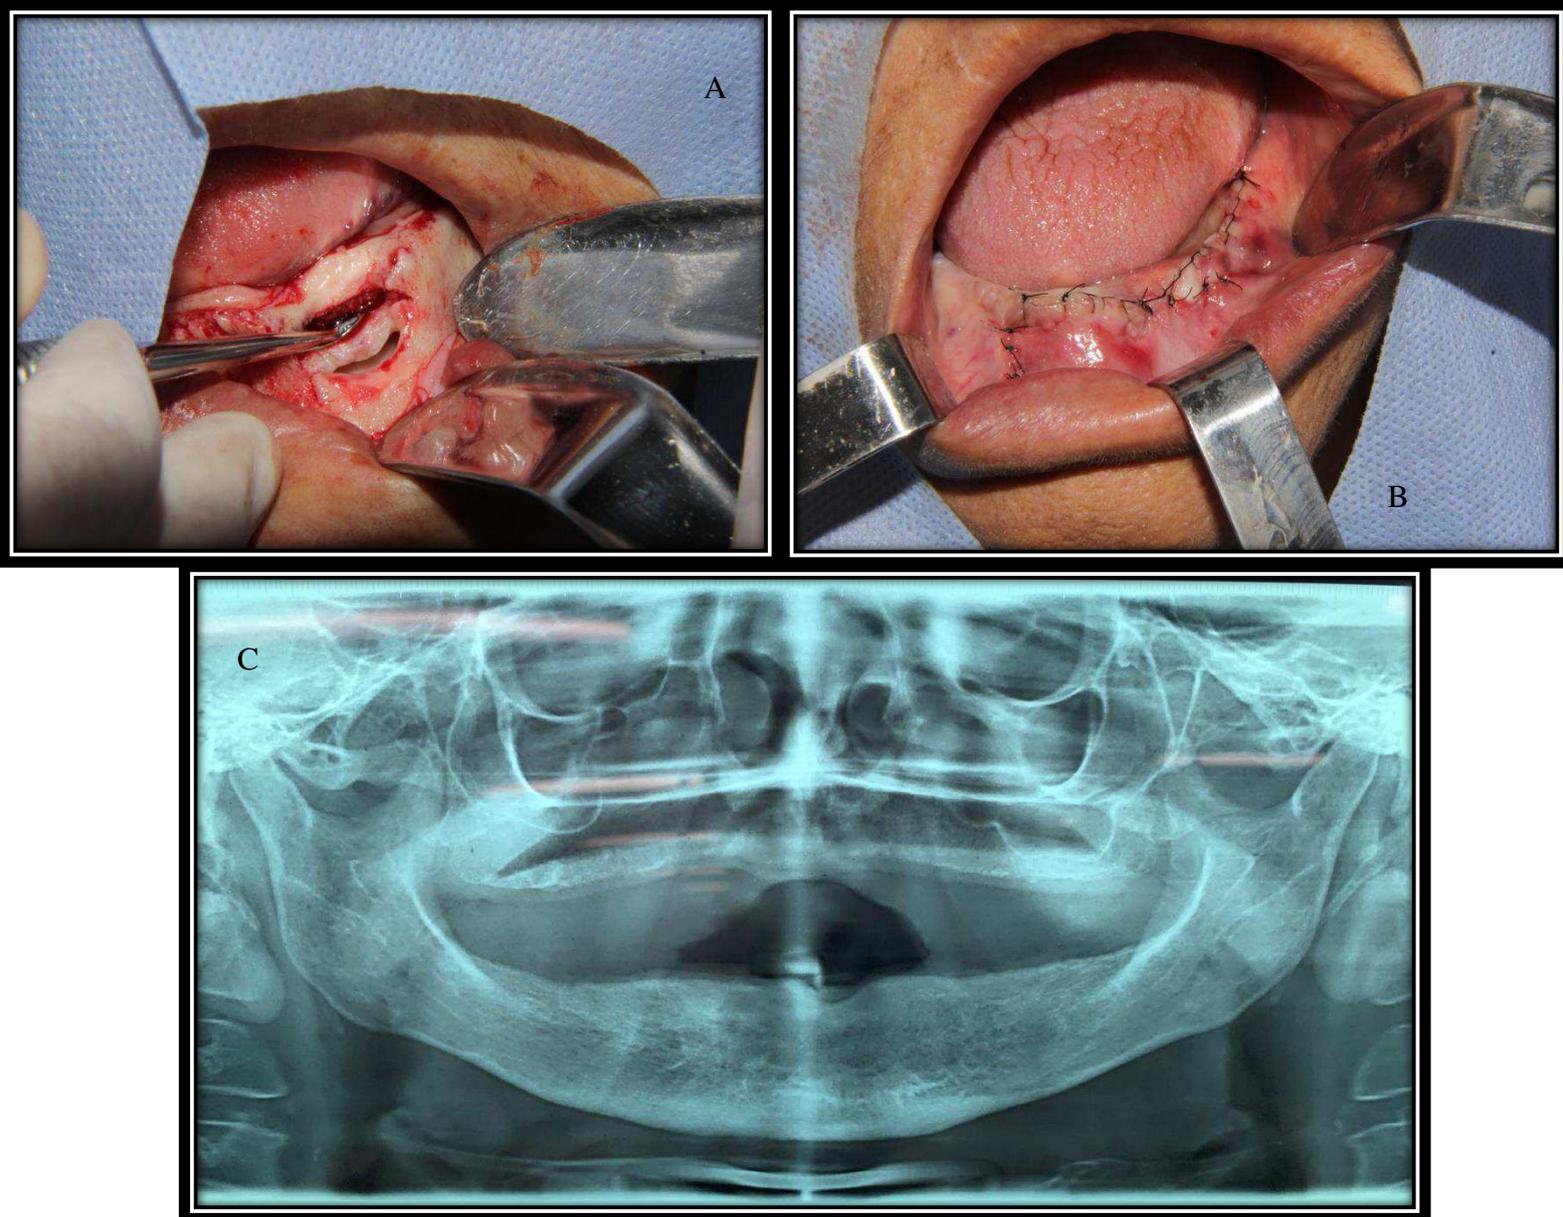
enucleação e preservação do caso. Imagem 5A, abordagem capsula cística. Imagem 5B, síntese da ferida após remoção da capsula. Imagem 5C, radiografia após um ano.
